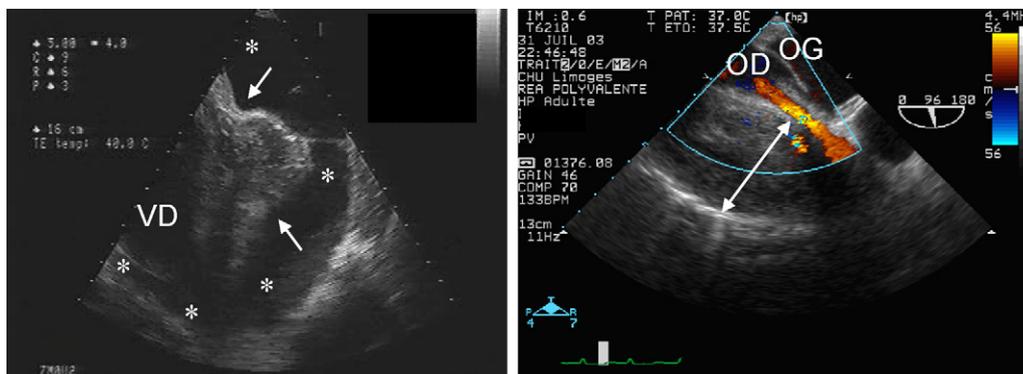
Exemples de tamponnades localisées diagnostiquées avec l'échocardiographie transœsophagienne chez deux patients ventilés après chirurgie cardiaque. Chez le premier patient, on visualise une compression des cavités cardiaques gauches (à gauche, flèches) par un épanchement intrapéricardique cloisonné qui épargne le cœur droit. Chez le second patient, un hématome rétro-auriculaire comprime l'oreillette droite et l'anneau tricuspide (à droite, double flèche) et rend virtuel le remplissage du ventricule droit comme le montre la réduction du courant sanguin en cartographie Doppler couleur. VD : ventricule droit ; OD, oreillette droite ; OG, oreillette gauche.
